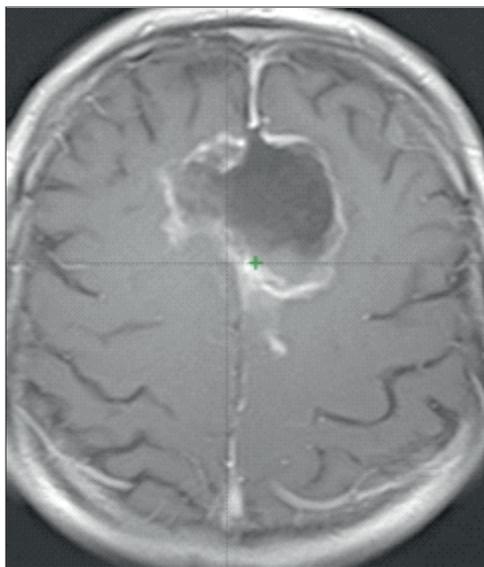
Рецидивная опухоль по данным МРТ от 12.12.2013 г. (до начала радикального курса дистанционной лучевой терапии)
